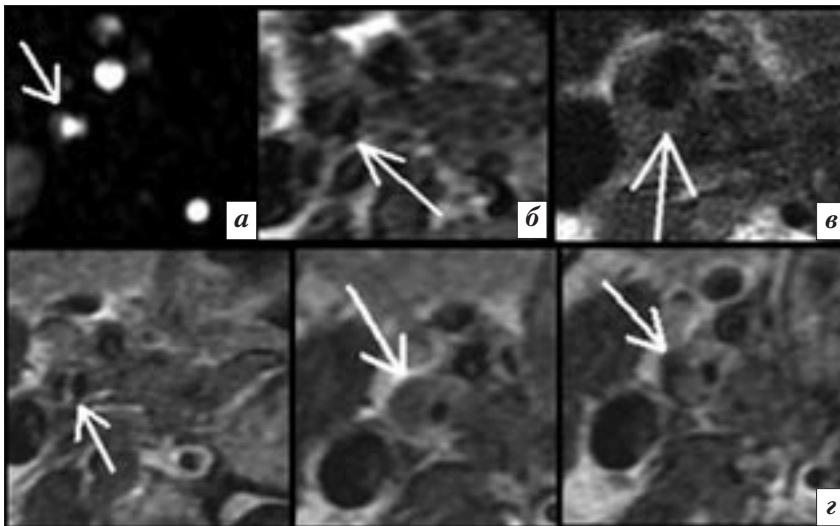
МРТ пациента с критическим стенозом правой ВСА: а) 2D TOF; б) T1; в) VBMRI; г) T1+C. На изображениях VBMRI и T1+C четко визуализируется АСБ, имеющая изоинтенсивный сигнал. Сигнал от некротической ткани АСБ, богатой жировыми компонентами, гипоинтенсивен на фоне накопления контрастного вещества сосудистой стенкой и верхним полюсом бляшки. Изо-гипоинтенсивный МР-сигнал на T1 свидетельствует об отсутствии внутрибляшечного кровоизлияния.
